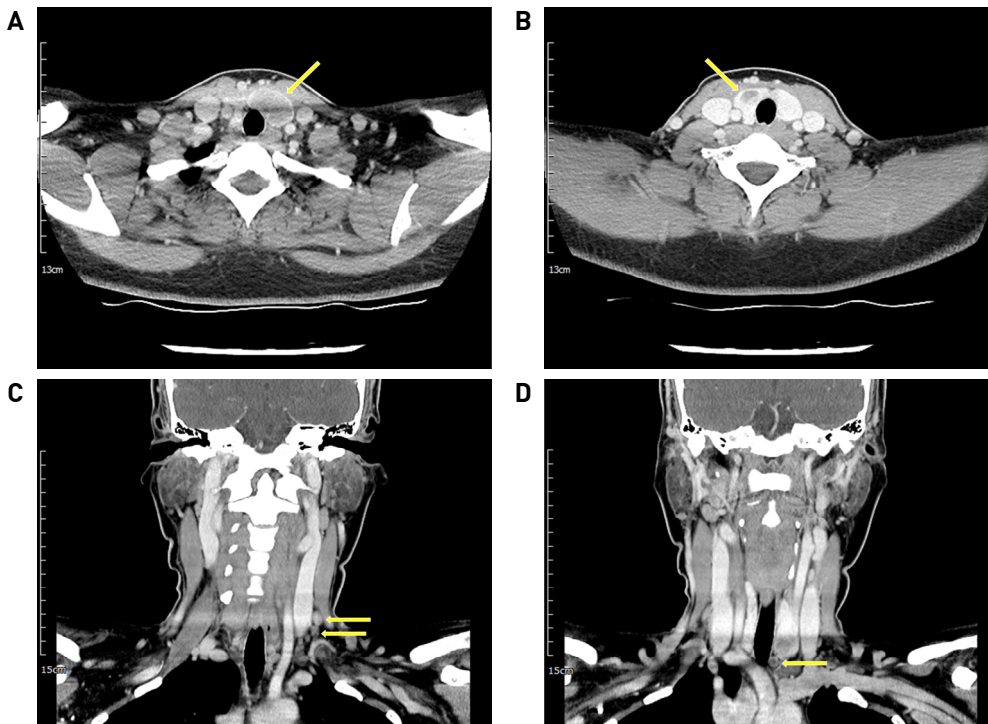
Computed tomography (CT) findings. 2.5 cm-sized low-density nodule was identified at the left thyroid lobe. Also, 1.3 cm-sized mixed-dense nodule was identified at the right thyroid lobe. There were low-density small lymph nodes at the neck level IV area and highest mediastinum, which was suspicious for metastatic malignant lesions (arrows (→)).
